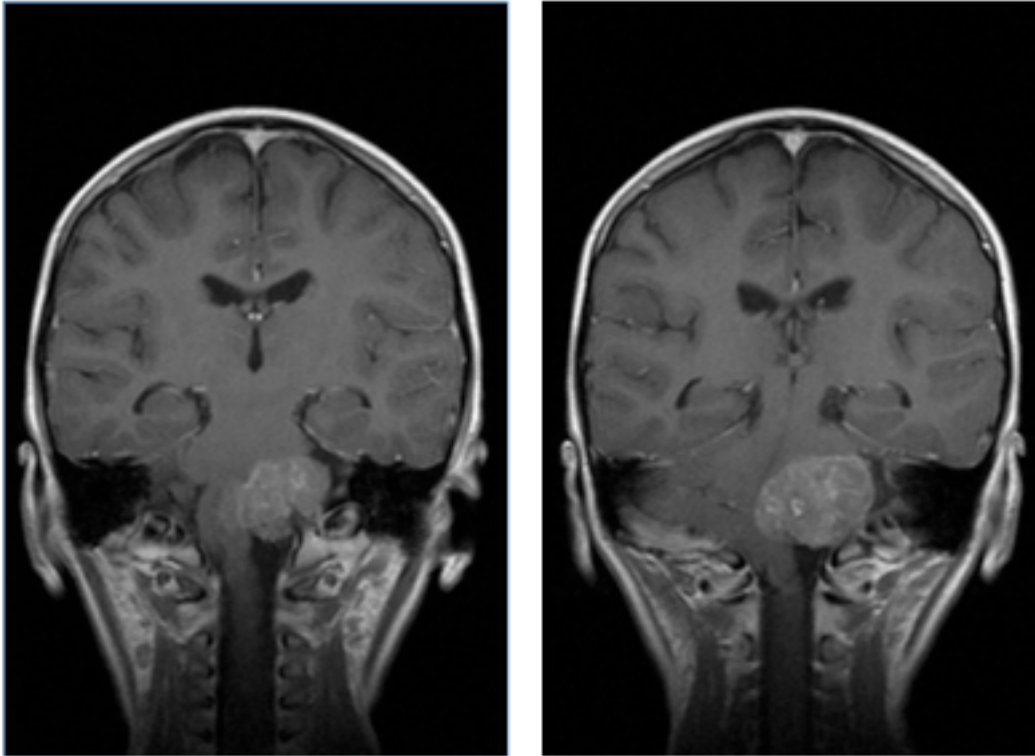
Resonancia magnética ponderada en T1 con contraste. Vista coronal. Se aprecia la lesión tumoral en el ángulo pontocerebeloso izquierdo desplazando el tronco encefálico. Mínima dilatación del tercer ventrículo y los ventrículos laterales.
